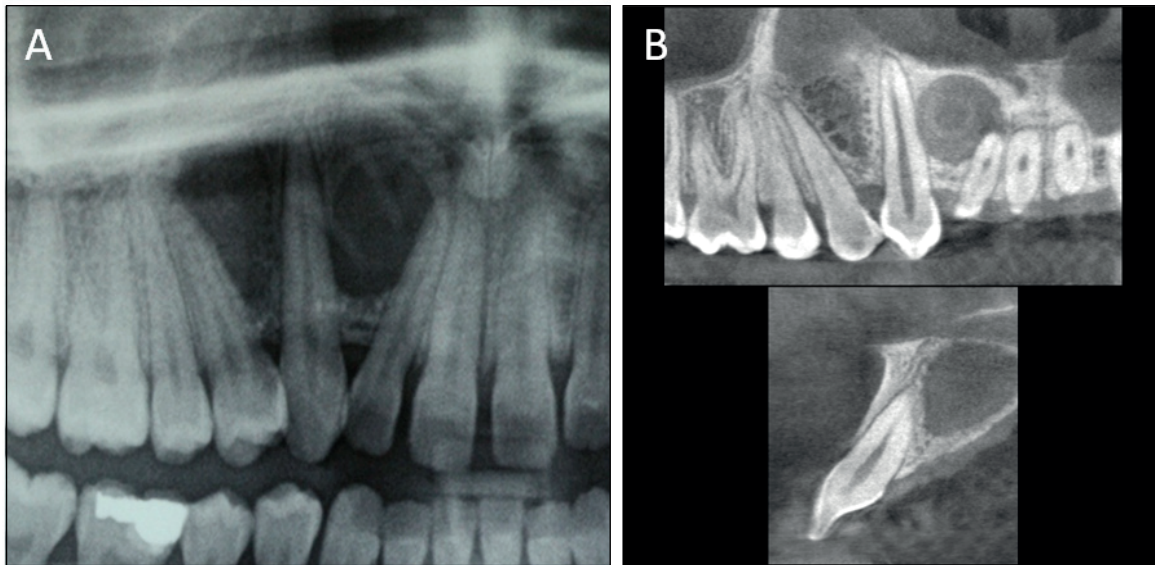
Examens radiographiques après 9 mois de décompression. A : radiographie panoramique ; B : examen CBCT. Sur l'image du haut, on peut noter la présence d'une fenêtre corticale, mésiale à la 13, correspondant au drain de décompression.
